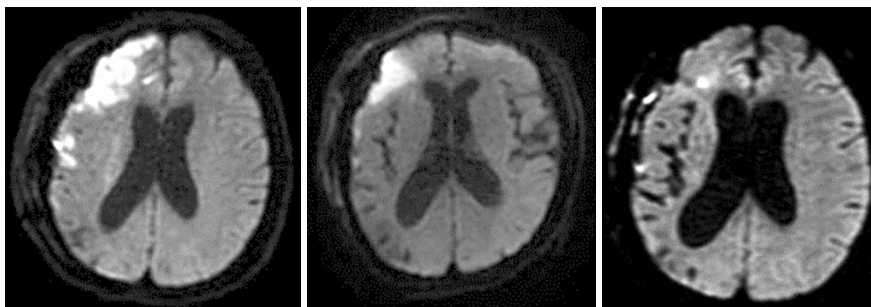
Регресс выраженности DWI-очагов у пациента с СЦГ, оценка в динамике.
